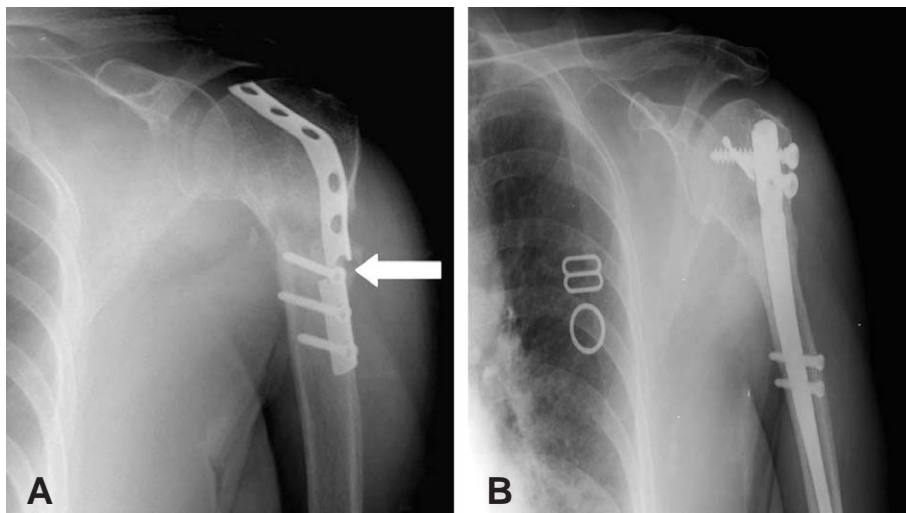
64 year old female after having received metal plate fixation due to humerus neck fracture presented with continuous pain for 6 months. (A) On radiologic examination metal failure was observed (white arrow). (B) Hardware removal and AIBG and internal fixation with Polarus IM nail was performed, and on x-ray follow up on POD 7 months bone union is noticed.
